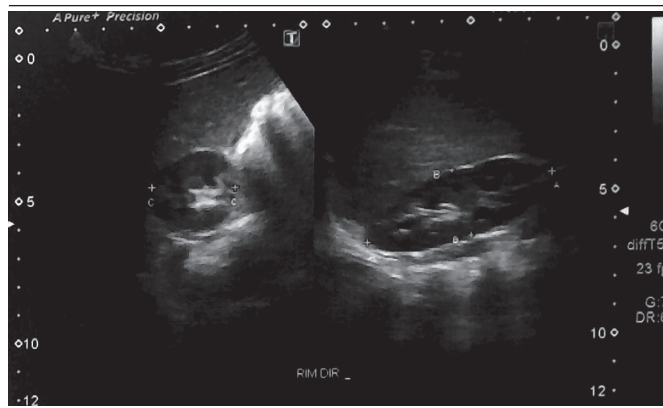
USG dinâmica do rim direito evidenciando dimensões renais
